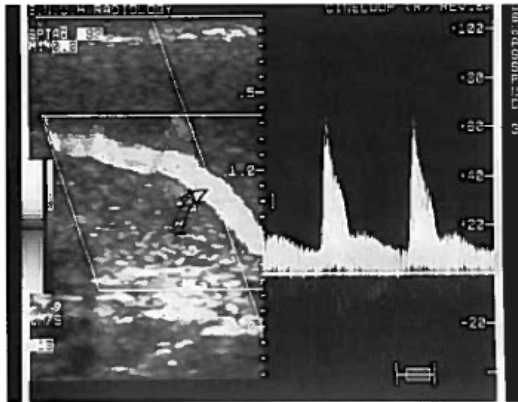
Doppler waveforms obtained at proximal and distal portions of the cavernosal arteries. A, Doppler waveform obtained at the base of the penis, where the vessel angles posteriorly (arrow). Peak velocity of blood flow at this location is 63 cm/sec. B, Doppler waveform of the same artery obtained immediately after (A) at distal portion of the shaft, where the artery's course is straight (arrow). Peak velocity at this location is 23 cm/sec.
